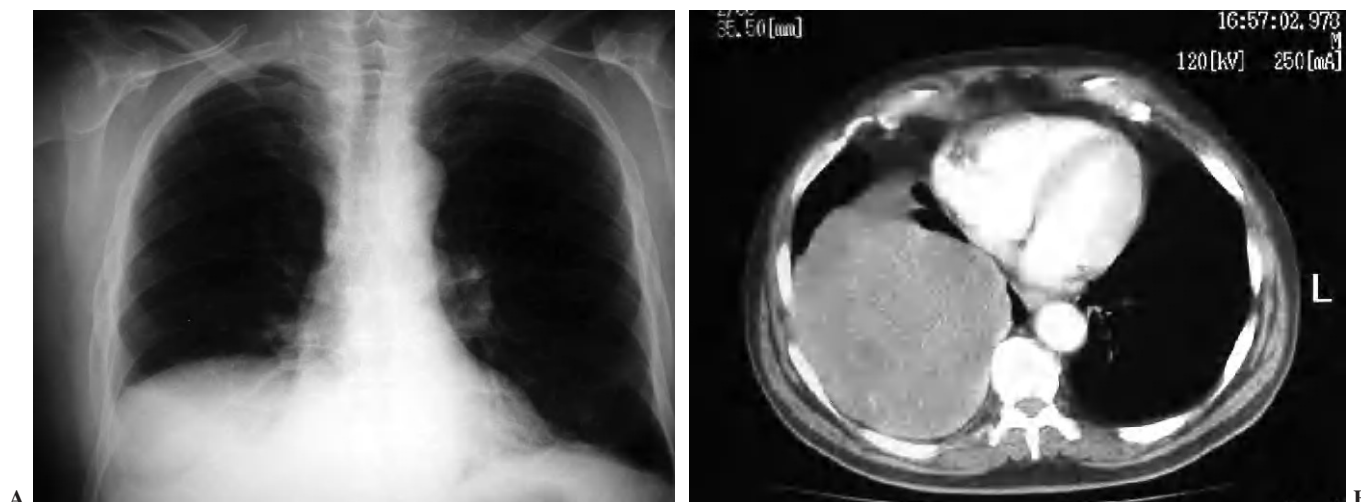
(A) Radiografía de tórax. Masa periférica bien delimitada que forma ángulos agudos con la superficie pleural. (B) Tomografía computarizada torácica con ventana de mediastino que muestra masa homogénea y bien delimitada con ángulos agudos y obtusos sobre la superficie pleural.
